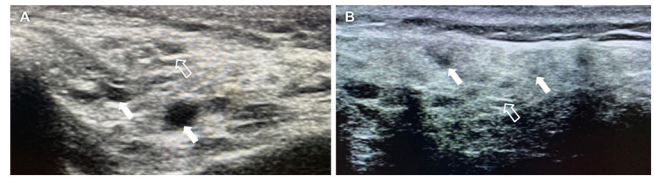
Ecografías de glándula salival mayor de pacientes incluidos en el estudio. A) Se aprecia una glándula parótida con compromiso de grado 3. Se observa ecogenicidad heterogénea del parénquima, con presencia de grandes áreas ovaladas hipoecoicas, algunas confluentes (flechas blancas gruesas). Adicionalmente se identifican algunas imágenes lineales ecogénicas en su interior (flecha blanca hueca). B) Se aprecia una glándula parótida con compromiso de grado 2 de acuerdo con la clasificación de de Vita, observándose ecogenicidad heterogénea del parénquima, con presencia de áreas ovaladas hipoecoicas de diferentes tamaños (flechas blancas gruesas). Se visibilizan algunas imágenes lineales ecogénicas en su interior (flecha blanca hueca).
